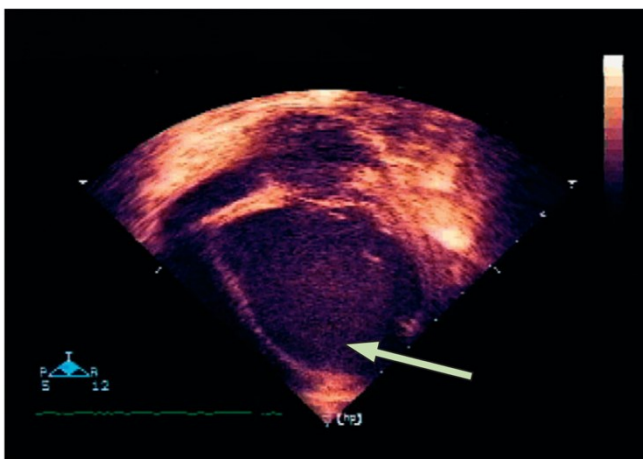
Ecocardiograma transtorácico de paciente com Miocardiopatia Dilatada. Cortes apicais das 4 câmaras do coração, mostram o ventrículo esquerdo visivelmente dilatado. Em tempo real, a função sistólica está diminuída significativamente. [Adaptado e traduzido de (33)]
